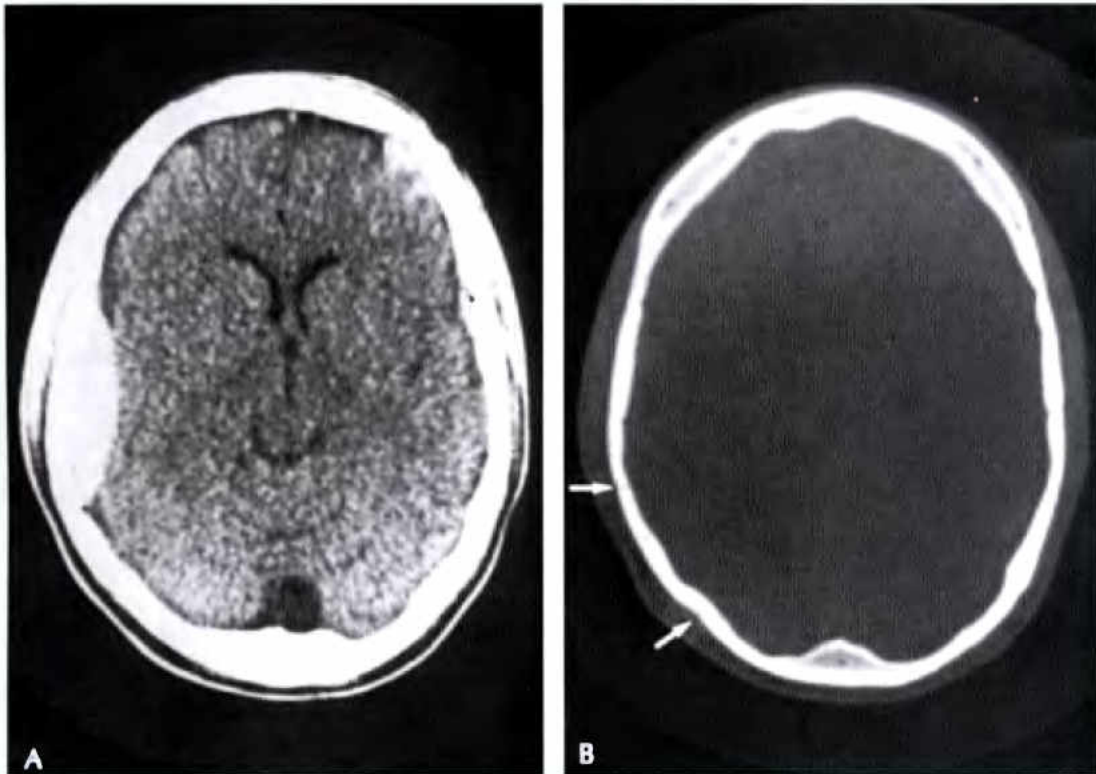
Hématome extradural (épidural). A. Coupe TDM transversale (axiale) de la voûte du crâne et de l'encéphale. La volumineuse plage blanche du côté droit correspond au site d'une hémorragie extradurale. B. Cette image tomodensitométrique montre deux fractures adjacentes (*flèches*) de la voûte du crâne ; la fracture antérieure se situe au niveau du sillon de l'artère méningée moyenne.
